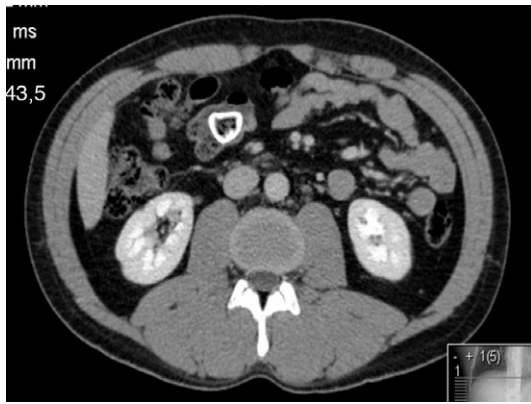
TC abdominal que descubre la presencia del cálculo dentro de un divertículo de Meckel.
